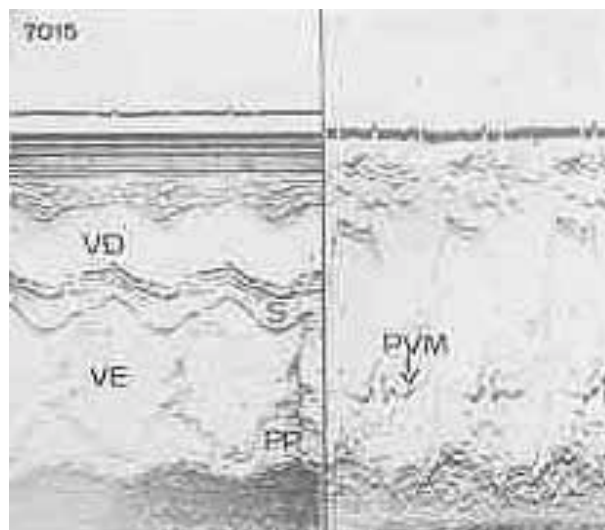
Ecocardiograma do mesmo paciente da figura 1, confirmando o diagnóstico do PVM. VD = ventrículo direito; VE = ventrículo esquerdo; S = septo; PP = parede posterior.
